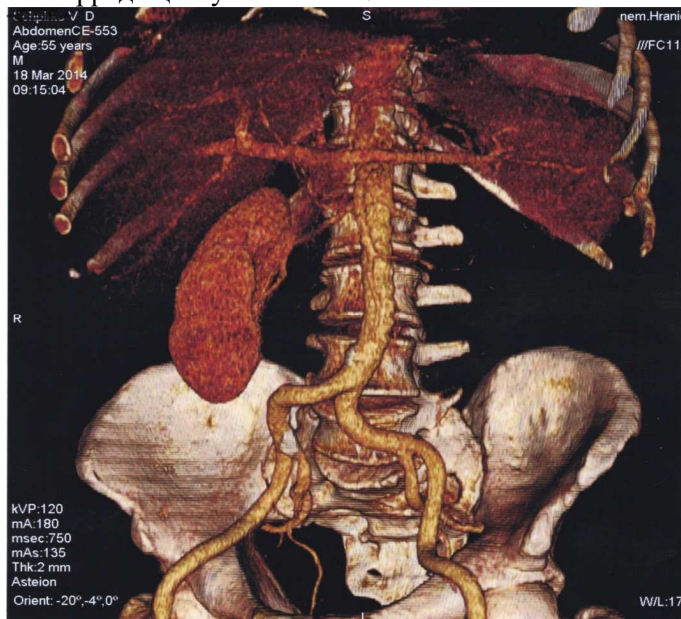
Комп'ютерна томограма з 3D-реконструкцією хворого III. з єдиною ниркою через 3 роки після нефректомії.
